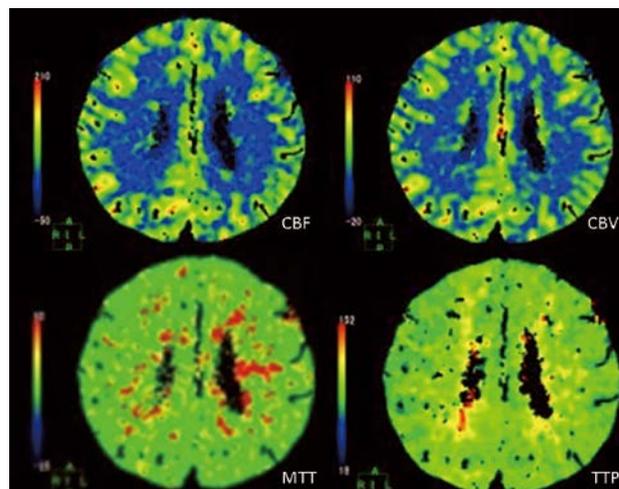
Perfusion CT suggested no laterality of findings except for extension of mean transit time at a part of the left side of the subcortex.
